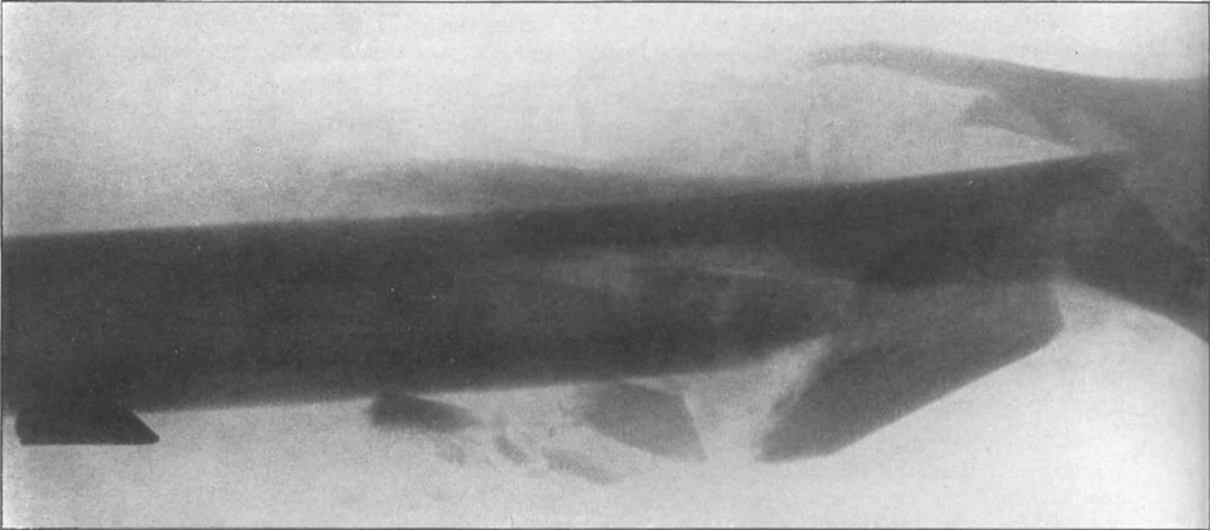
Splitterbruch des Oberschenkels nach Granatverletzung¹⁾. (Granatsplitter auf dem Röntgenbild zu sehen.)
